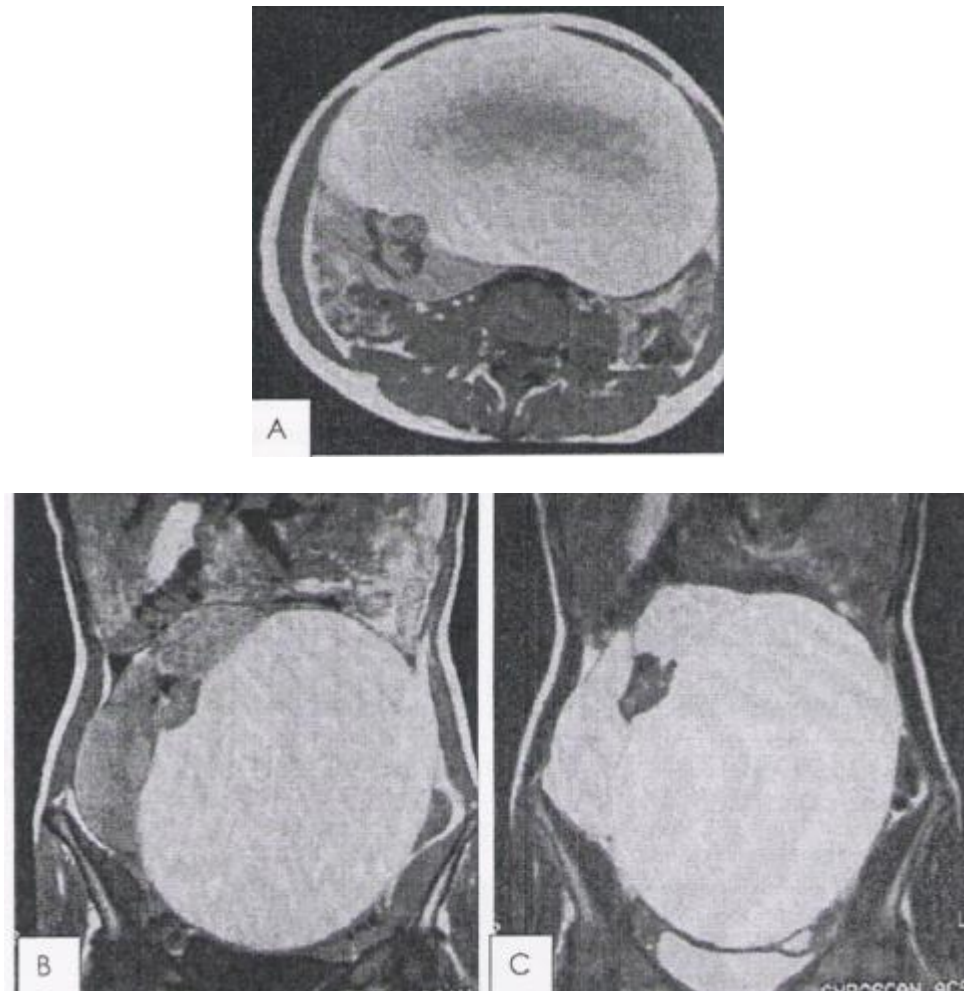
(A ; B ;C) IRM montrant une masse abdomino-pelvienne à contours bosselés à double composante charnue et kystique multiloculaire refoulant la vessie en bas.
